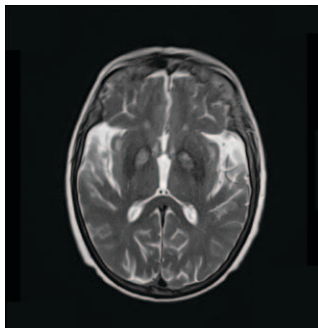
Axial T2-weighted revealing diffuse hypointensity with an anteromedial area of high signal intensity of the globus pallidus, (the eye-of-the-tiger sign)
